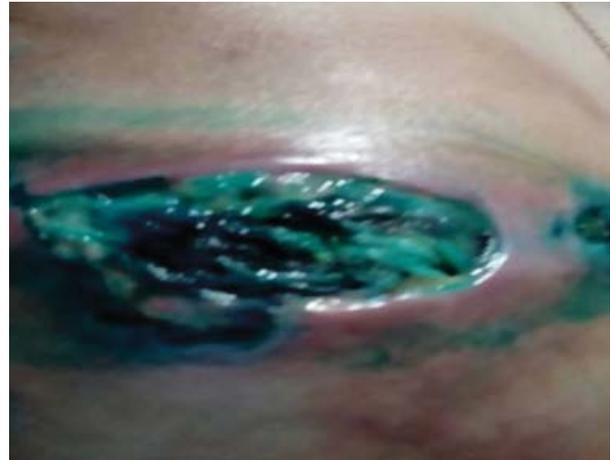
Протрузия импланта после лучевой терапии.
